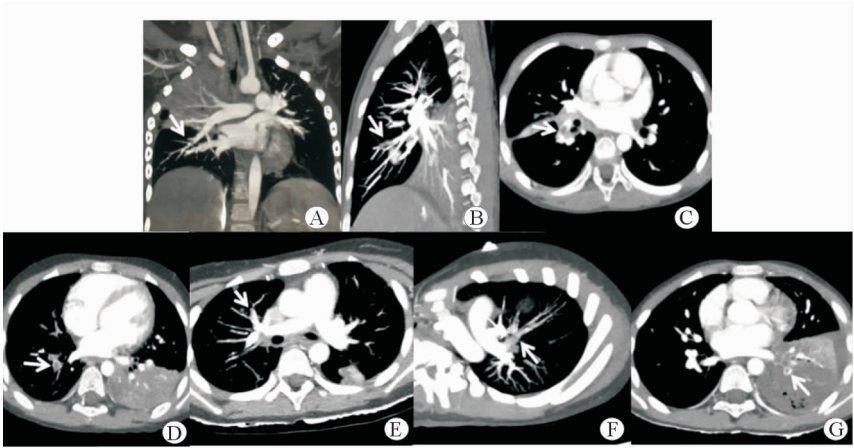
7 例 PTE 患儿胸部增强 CT 影像
